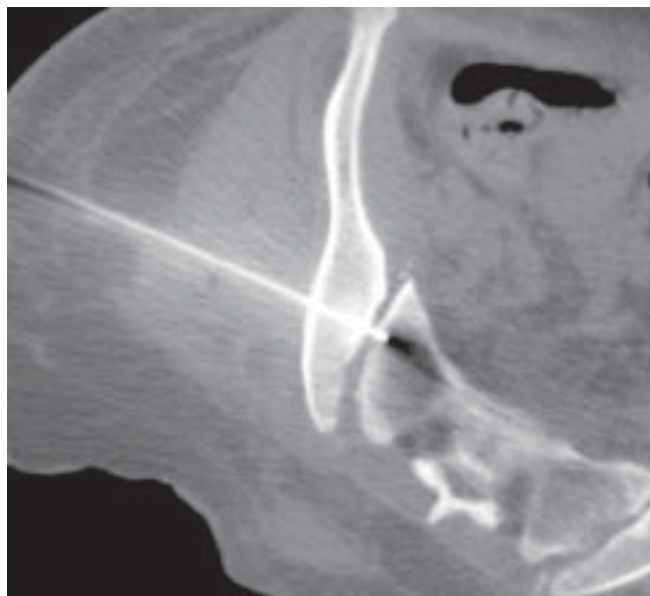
Paso de guía, control en TAC
